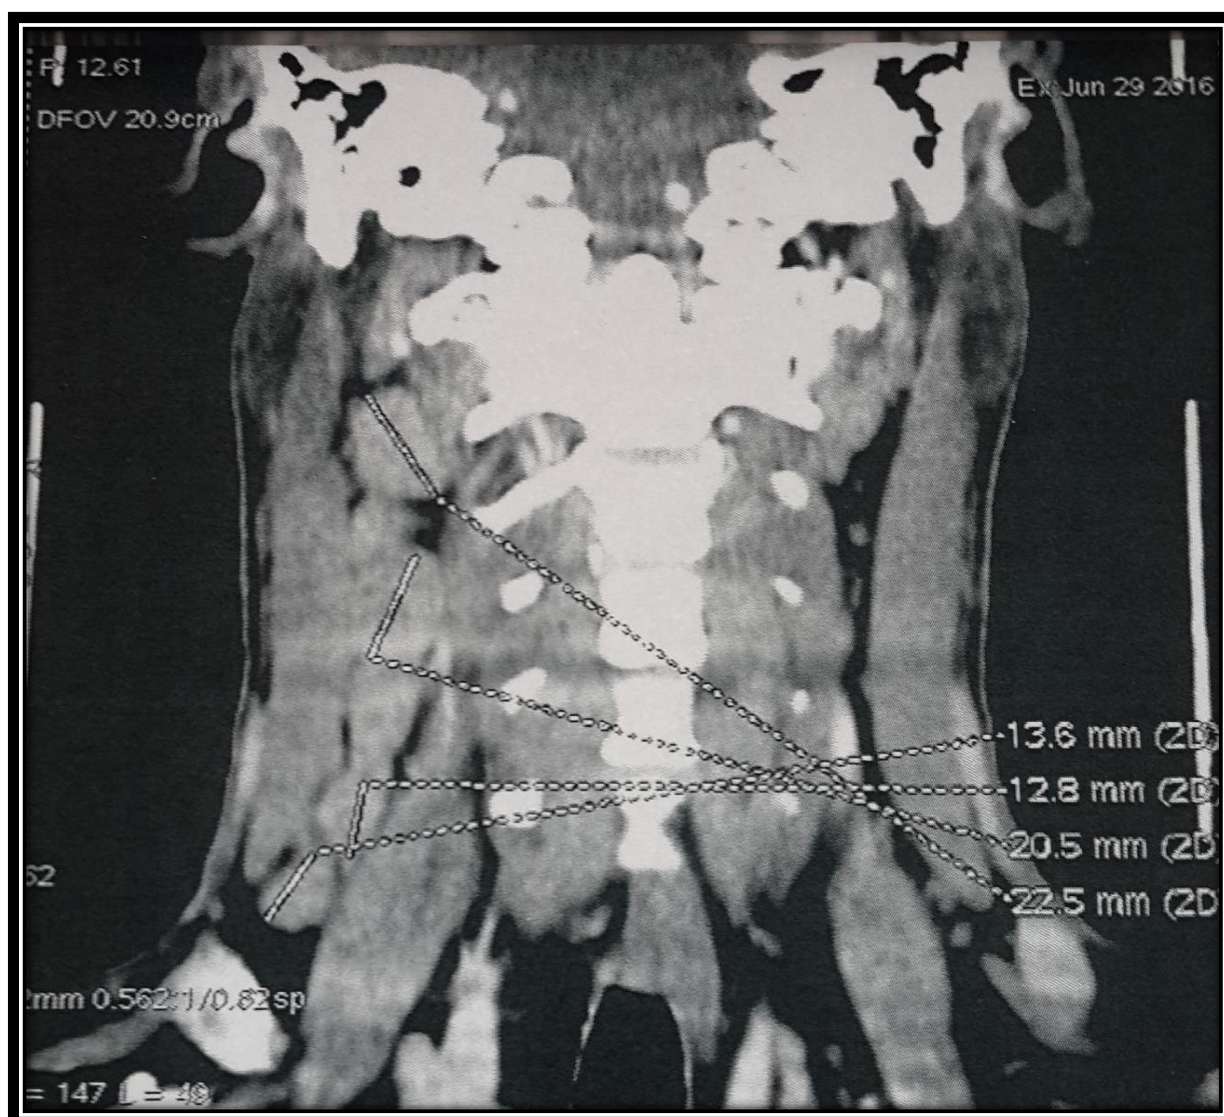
TDM en couple coronales montrant des ADPs latéro-cervicales droites(photo du service d'ORL HMMI)
